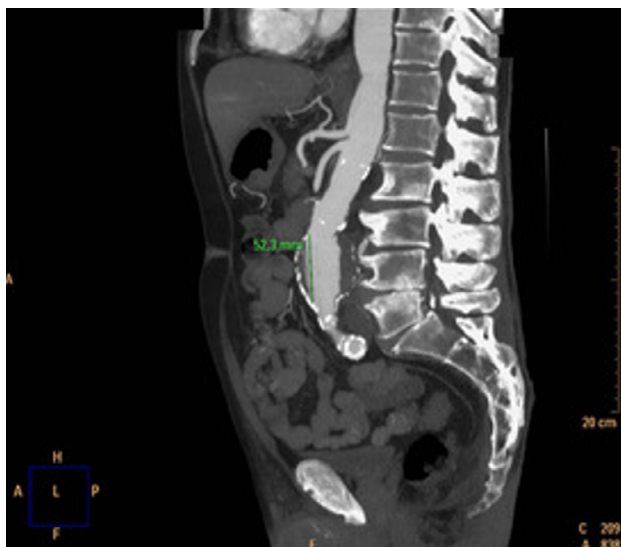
TC coronal de aneurisma de aorta abdominal.
